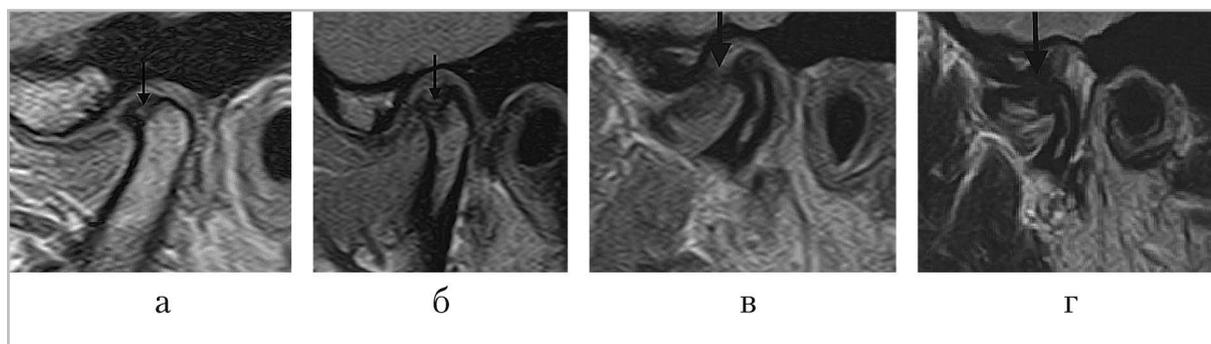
МР-томограммы ВНЧС: *а, б* — PD в сагиттальной плоскости в положении закрытого рта, дегенеративные изменения ВНЧС: артроз 2-й ст. (*а*), артроз 3-й ст. (*б*); *в* — PD в положении закрытого рта; *д* — T2-ВИ в положении открытого рта. Полное вентральное смещение суставного диска с репозицией
